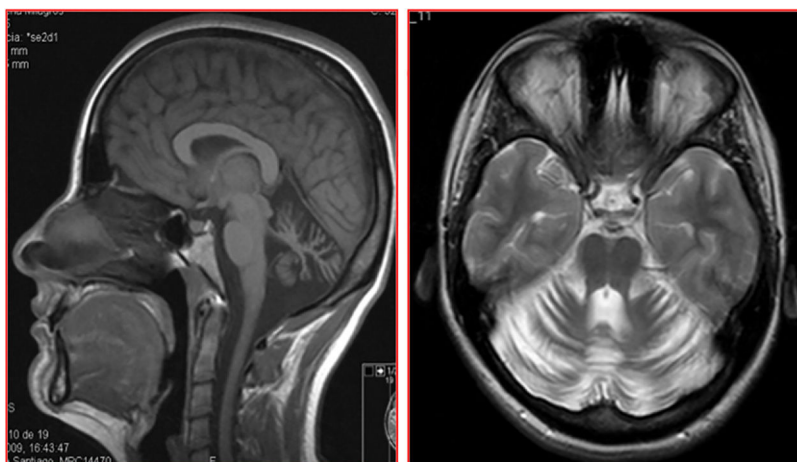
Estudio de RM-T1 (sagital) y T2 (axial) del paciente I: 1: se observa atrofia difusa del cerebelo con morfología normal del tronco cerebral y sin lesiones de sustancia blanca.
